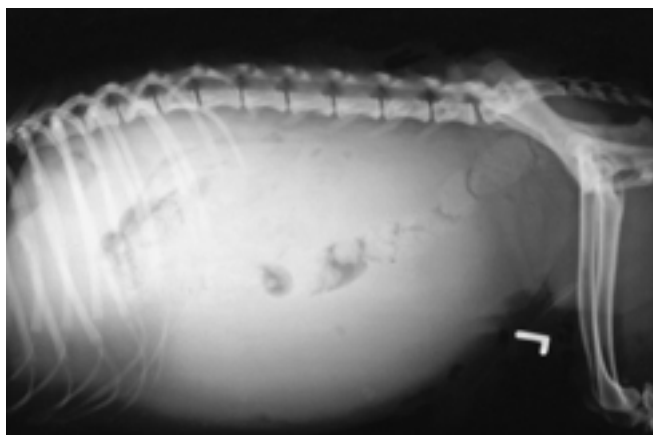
Latero-laterale Röntgenaufnahme des Abdomens. Der Abdomenumfang ist massiv vergrößert mit Detailverlust im Peritoneal- und Retroperitonealraum. Die parenchymatösen Organe sind nicht abgrenzbar.
